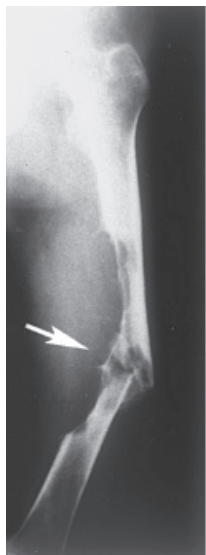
(A) Plain radiographic examination, anteroposterior and oblique view are shown. These radiographs reveal the severe bone loss of the femur and the fracture site (white arrow).
